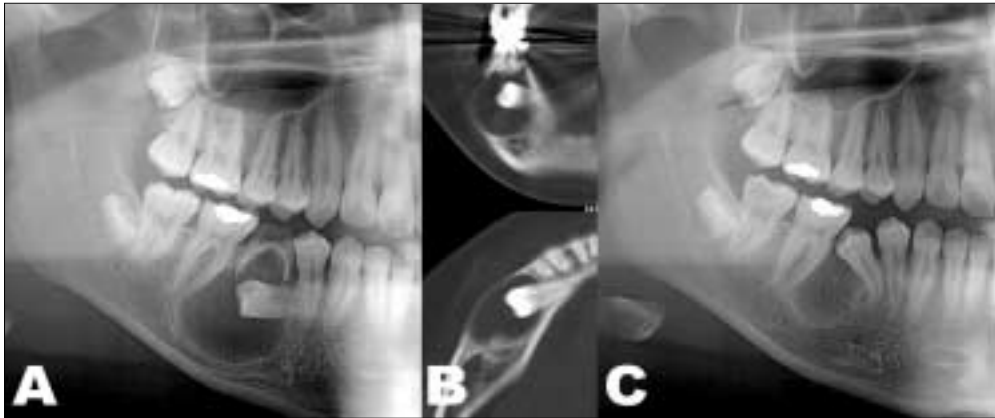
(A) Preoperative panoramic radiogram (B) Preoperative CT (C) 1Y9M after decompression
